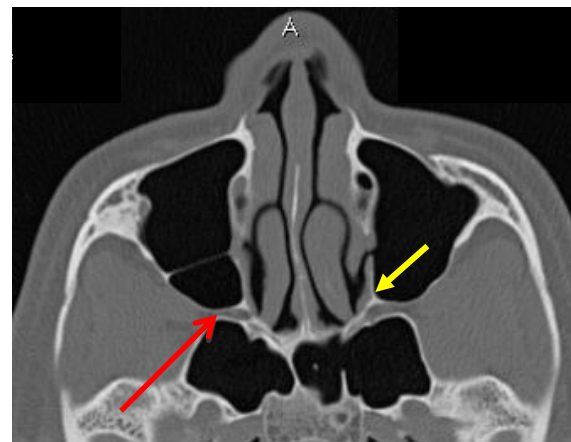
coupe axiale TDM des sinus avec une flèche rouge indiquant l'artère sphéno-palatine et la fosse ptérygo-palatine et une flèche jaune indiquant la crista ethmoidalis
